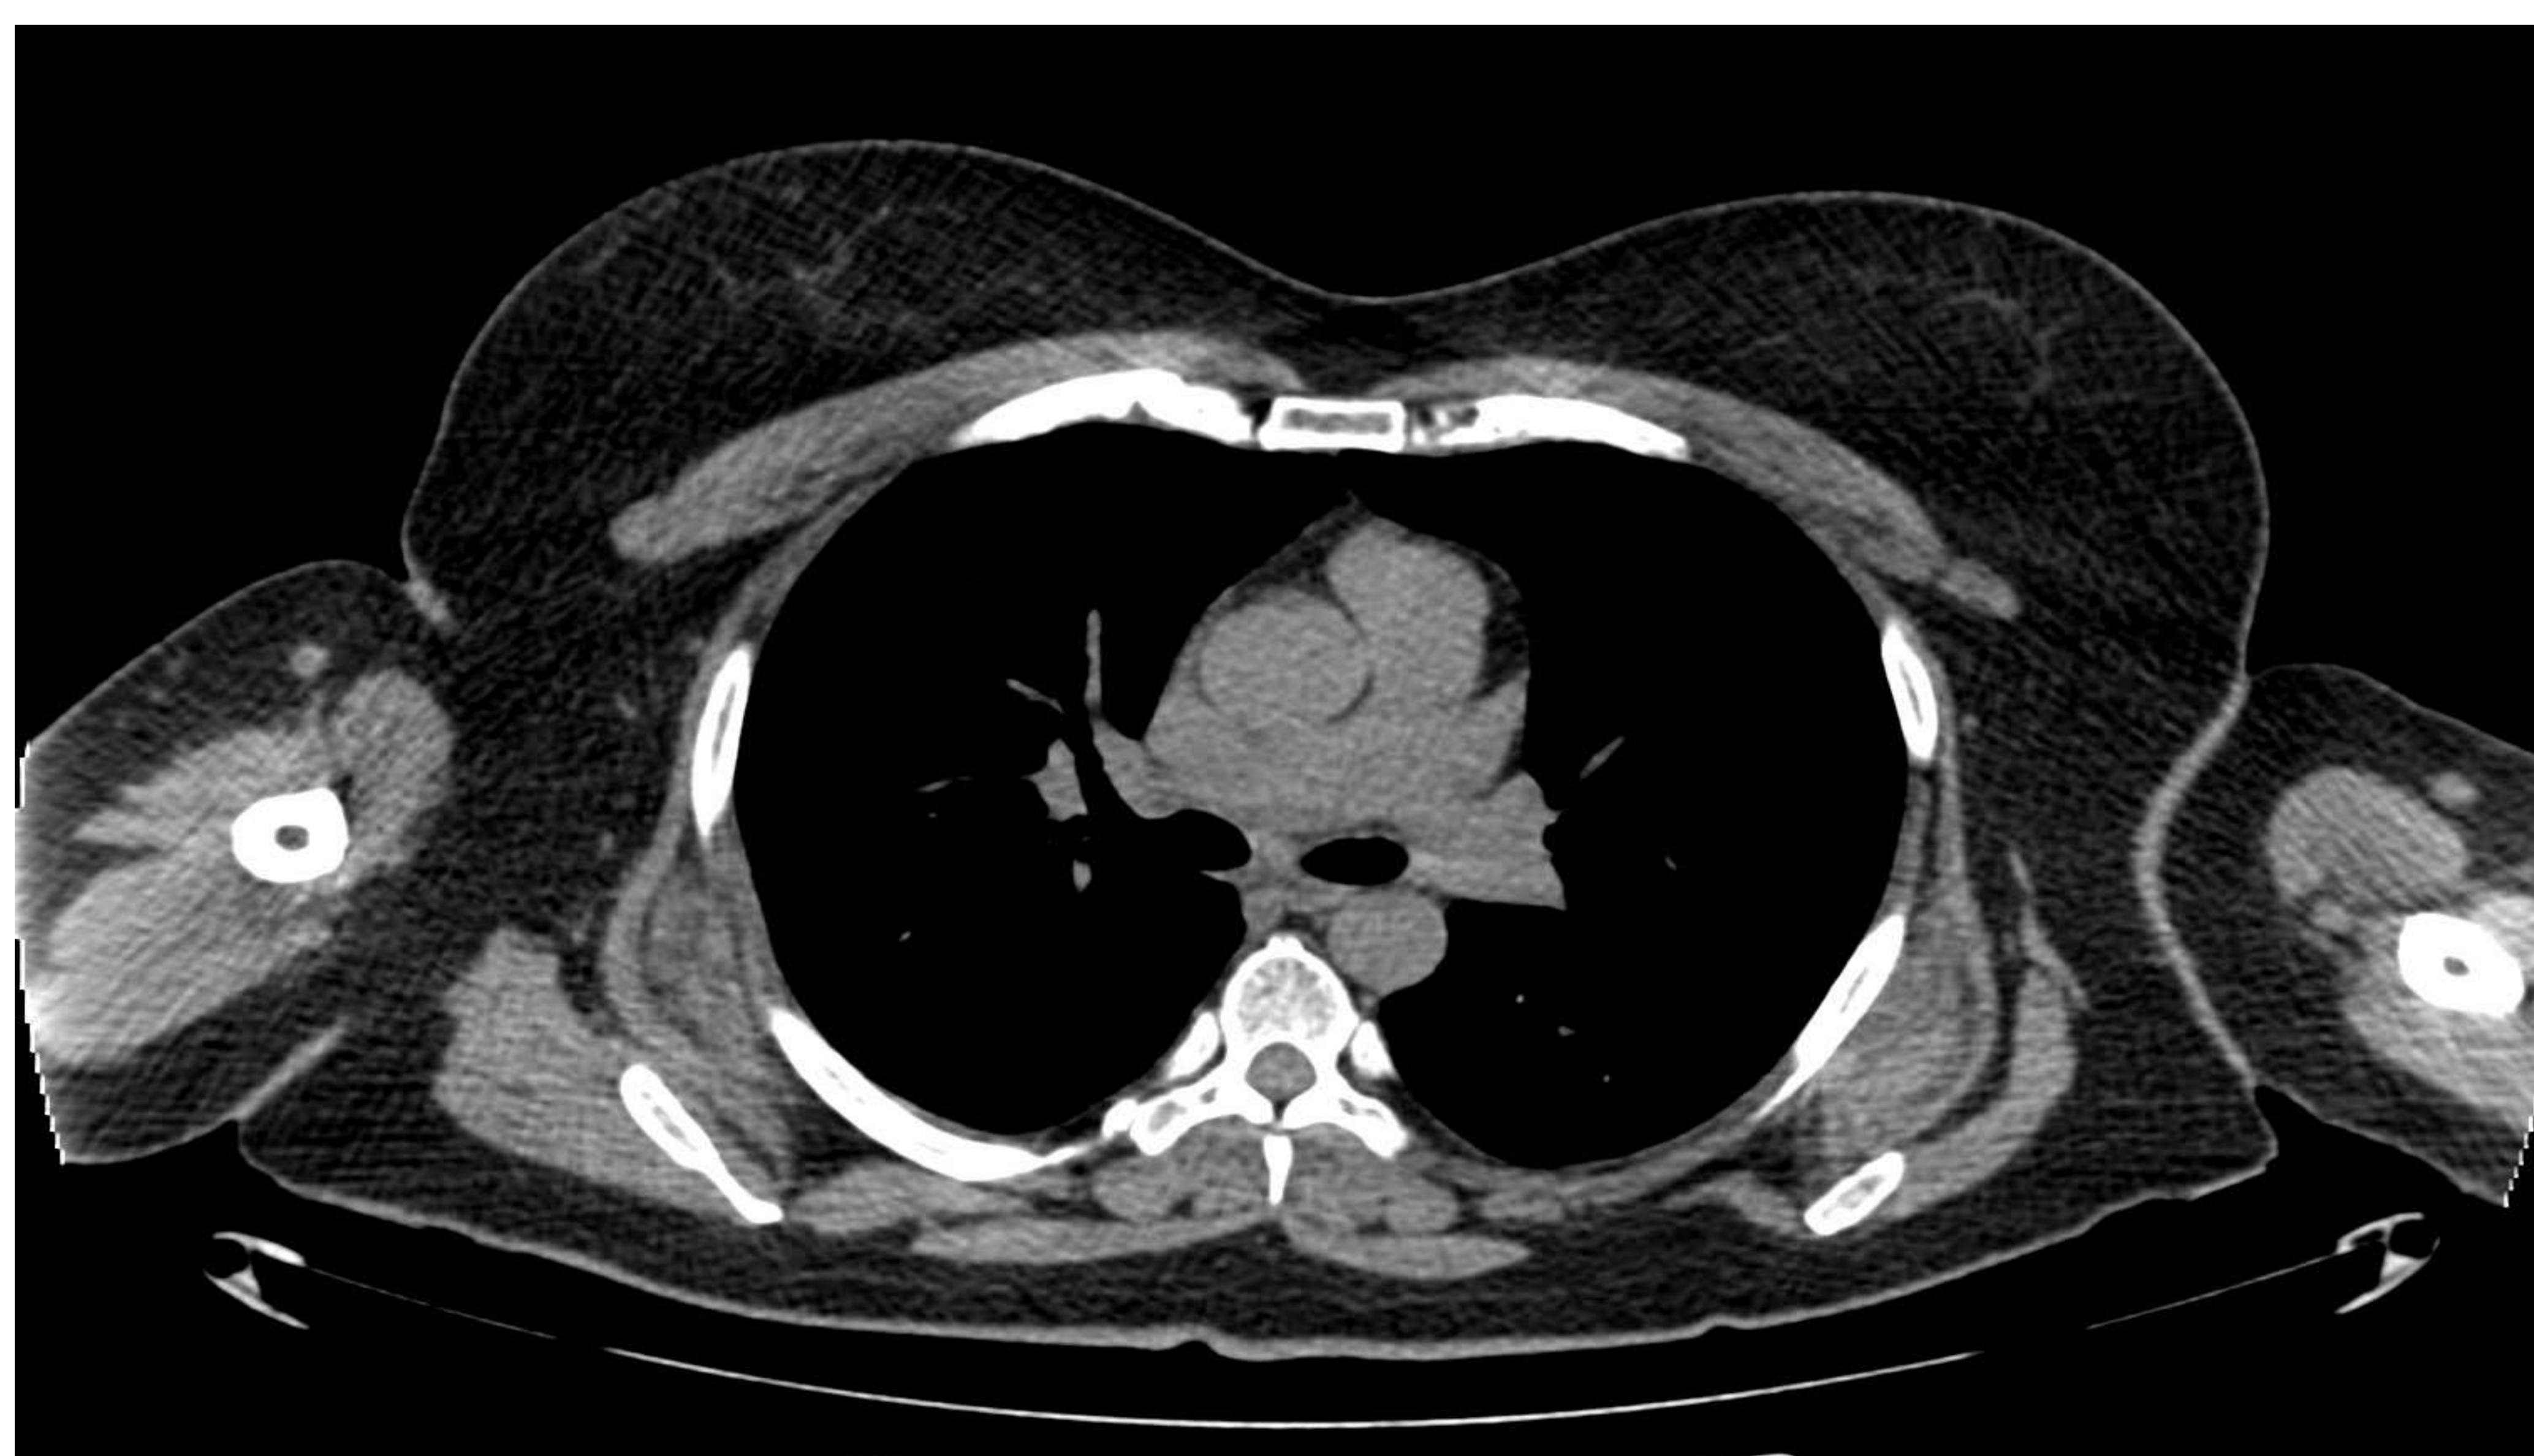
Elastofibroma dorsi mediante TC. Se identifican dos lesiones hiperdensas en la localización característica, visualizando en su interior líneas hipodensas que corresponden con tejido graso.
